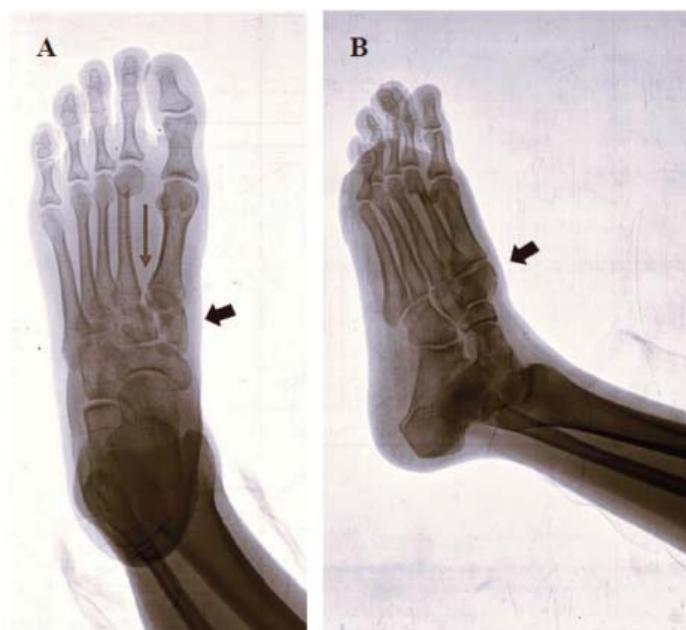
Radiografia do pé direito.
